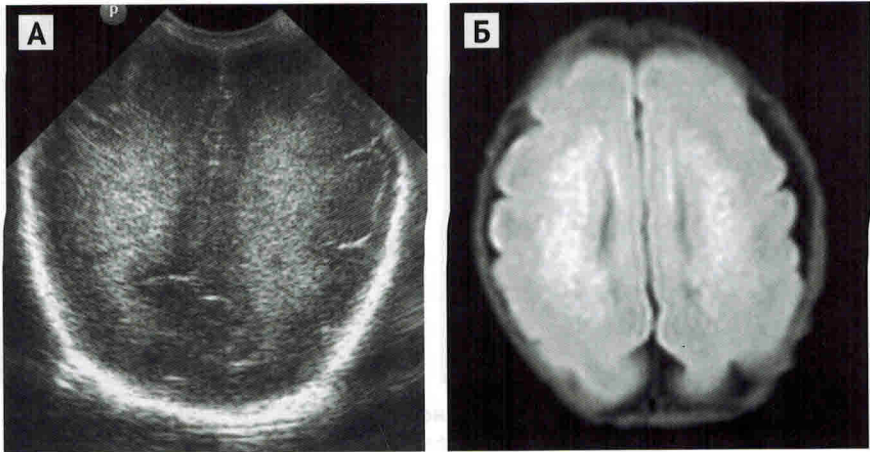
А — краниальная сонограмма, фронтальный скан недоношенного новорожденного, перинатальное гипоксически-ишемическое поражение головного мозга, острый период. Тотальное субкортикальное двухстороннее усиление эхо-сигнала. Б — МРТ головного мозга того же пациента, аксиальное изображение, субкортикальное повреждение белого вещества обоих полушарий (исследование выполнено через 1 неделю после получения результатов КСГ)
